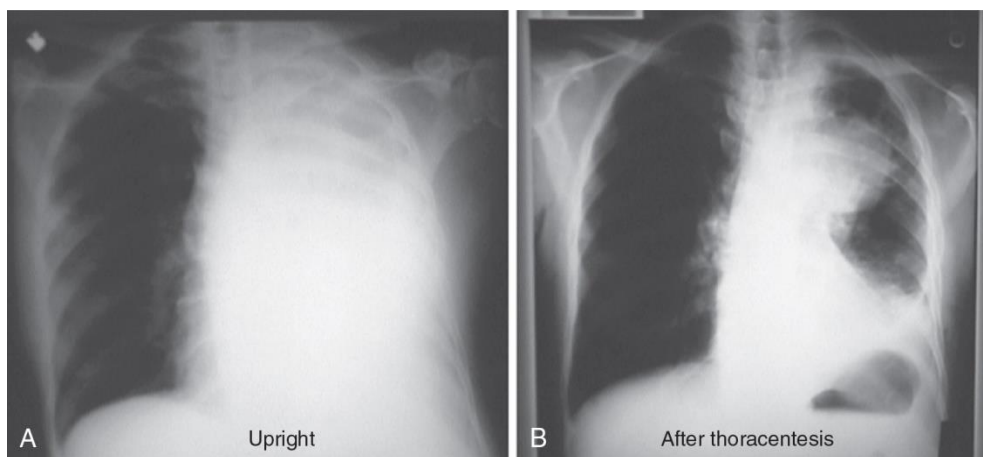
Massive pleural effusion A, before and B, after thoracentesis. Notice the underlying mass that is seen following thoracentesis. A computed tomography scan would have prospectively confirmed this radiograph.
